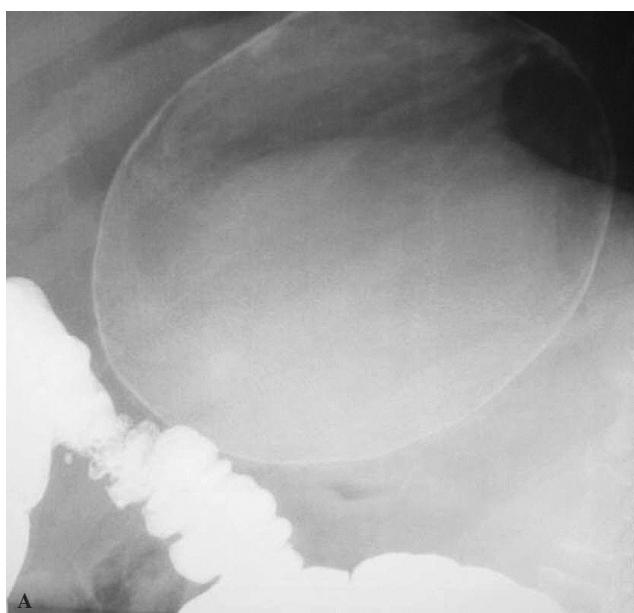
A: imagen de enema opaco en la que se observa la masa quística calcificada sin relación con el colon. B: corte de tomografía computarizada: quiste esplénico de 13 × 20 cm calcificado en su totalidad.
